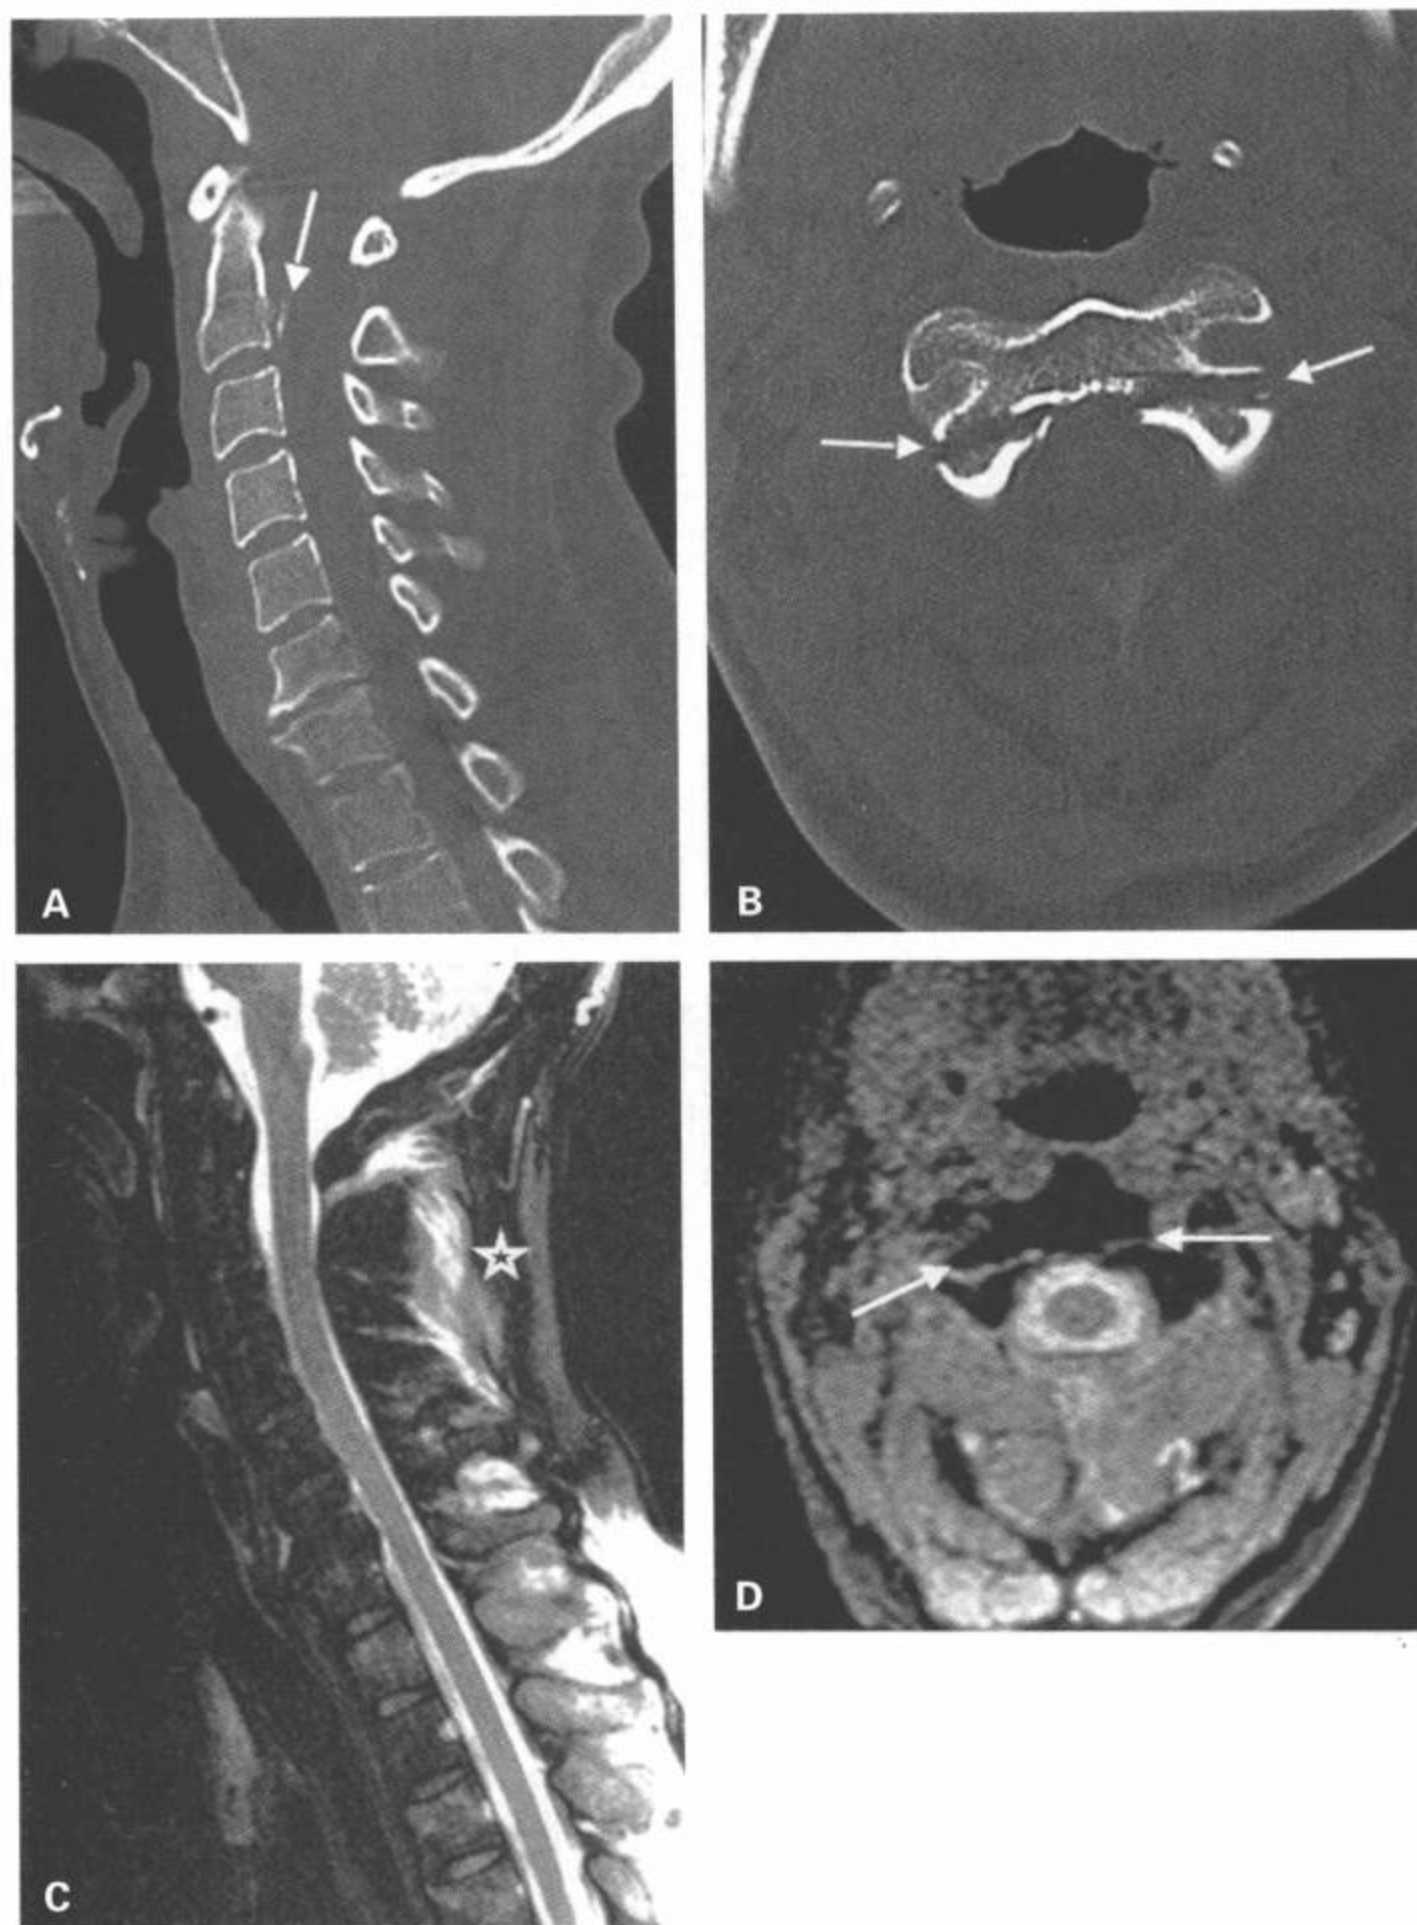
C2 I型悬吊骨折。A: CT正中矢状面重建图像显示C2椎体后部撕脱的皮质碎片(箭)。B: CT横断面图像显示双侧骨折线延伸到C2峡部(箭)。C: 正中矢状面T2加权MRI显示后部韧带复合体的一些异常信号(星号)但未显示骨碎片。D与(B)同一层面的横断面梯度回波图像显示C2的分离性骨折线(箭)。
